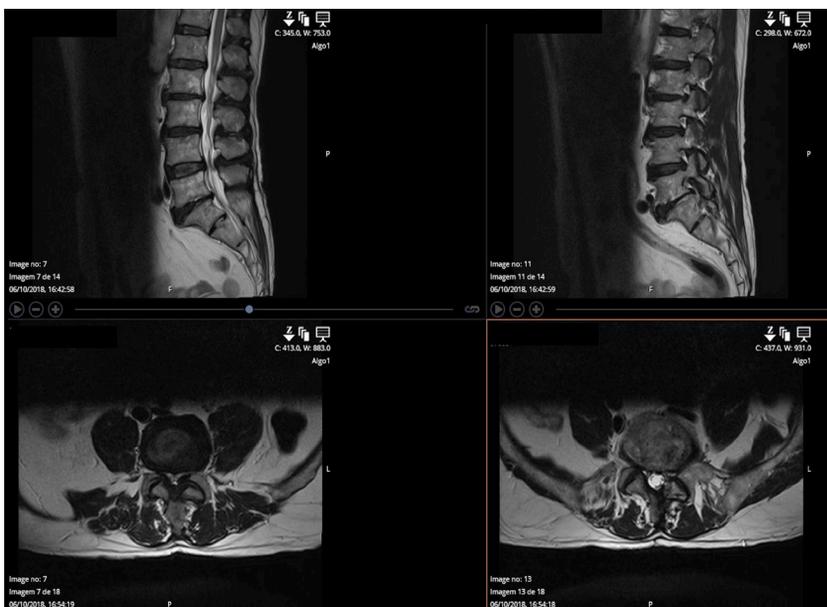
RM de doente com Canal estenótico lombar L4-S1. Na imagem inferior esquerda, observa-se estenose central L4-L5 (corte axial) e na superior à direita, consta-se estenose foraminal em L5-S1 (corte sagital).
